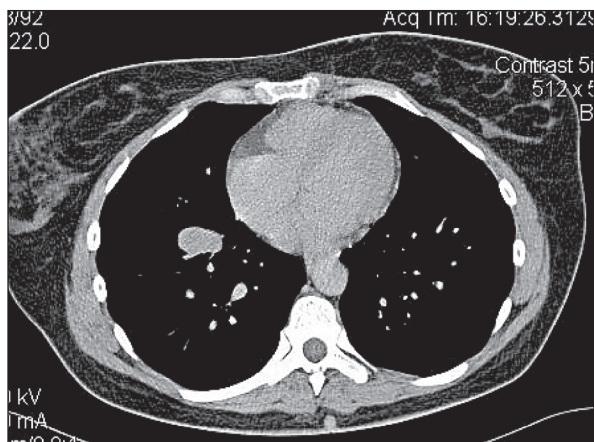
Компьютерная томограмма. Объемное образование (гамартома) овальной формы с четким наружным контуром и волнистым внутренним. Длинная ось образования ориентирована в сторону хвостовой части корня легкого
